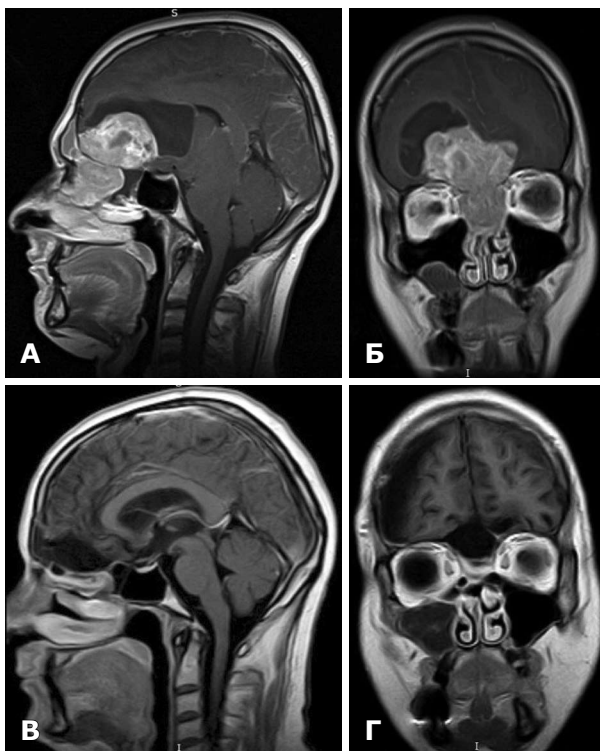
МРТ. Естезіонейробласта решітчастого лабіринту з інтракраніальним та інтрацеребральним ростом. А, Б — до операції; В, Г — після операції.
